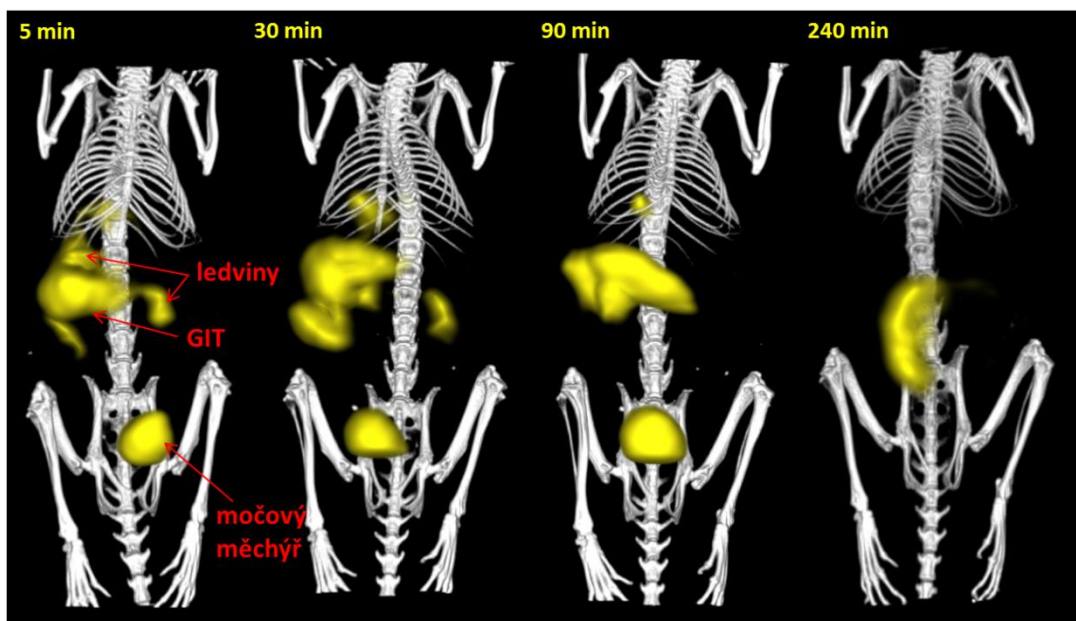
Biodistribuce ^{99m}Tc -HDP v organismu myši 5 min, 30 min, 90 min a 240 min po aplikaci (3D SPECT/CT)
